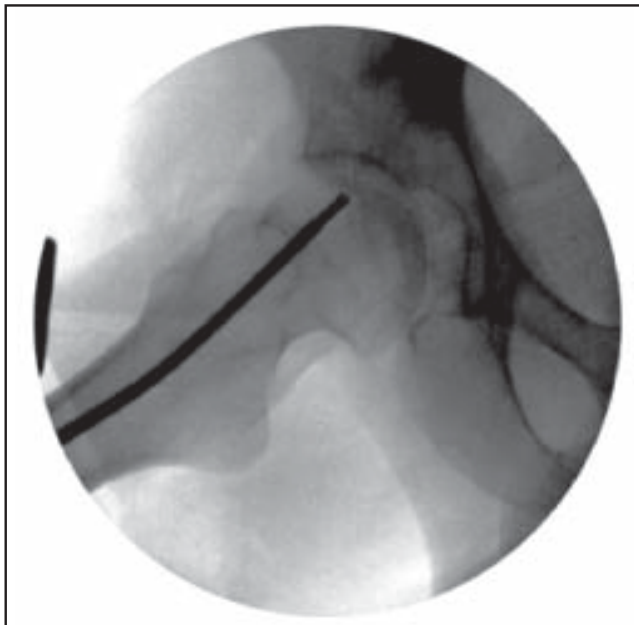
Radiographie de profil de la hanche en peropératoire. Une tréphine de 3 mm de diamètre est introduite à la main sous contrôle radioscopique à travers le grand trochanter jusque dans la région antéro-supérieure de la tête fémorale. L'extrémité de la tréphine étant placée à 3 mm du cartilage, la moelle concentrée est injectée à travers la tréphine dans la zone nécrotique.
